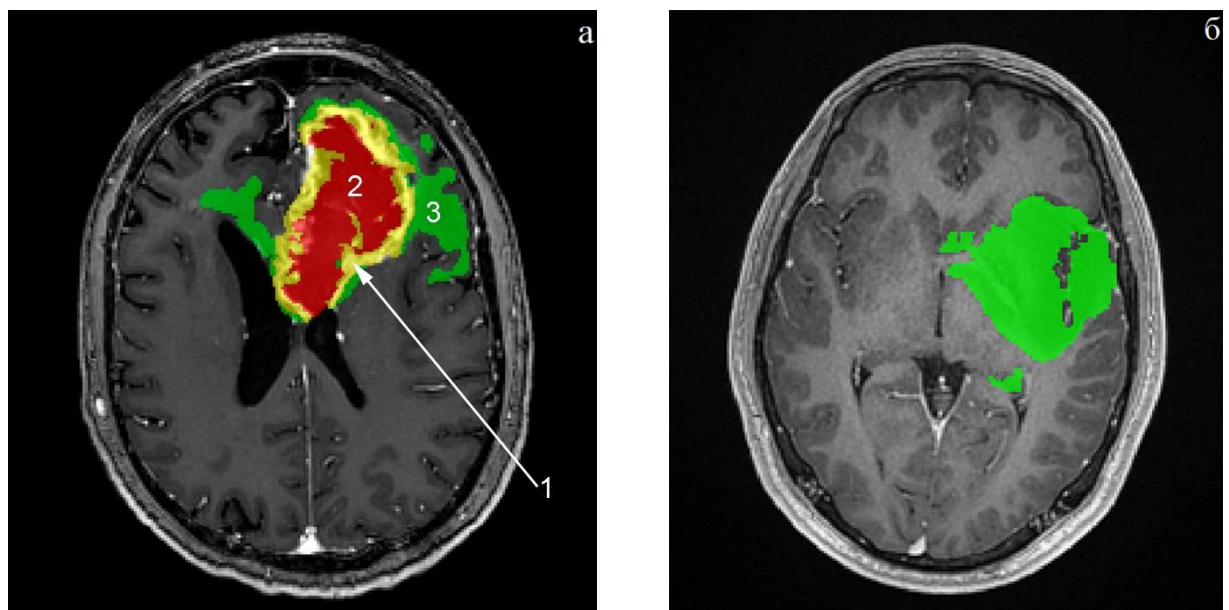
Пример сегментации областей интереса в опухоли (режим FSPGR BRAVO после контрастного усиления). А – Глиобластома. Б – Диффузная глиома grade II. Желтым цветом выделена контрастируемая часть опухоли. Красным цветом выделена зона некроза. Зеленым цветом выделена неконтрастируемая часть опухоли (в пределах T2-FLAIR-гиперинтенсивной зоны). Цифровое обозначение зон интереса приведено в тексте
